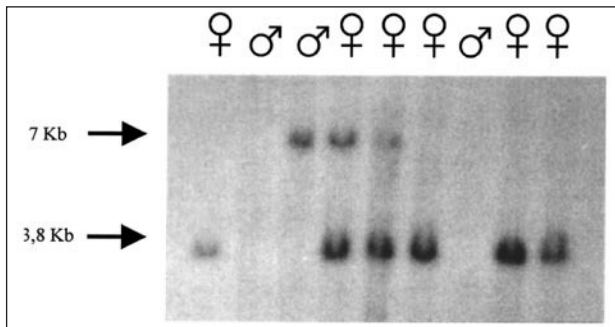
Autorradiografía que muestra la presencia de un fragmento de tamaño anómalo en un paciente del ADN diagnosticado de ictiosis X, su madre y su hermana. Asimismo, se muestran otros dos pacientes portadores de delección en el gen de la STS.
